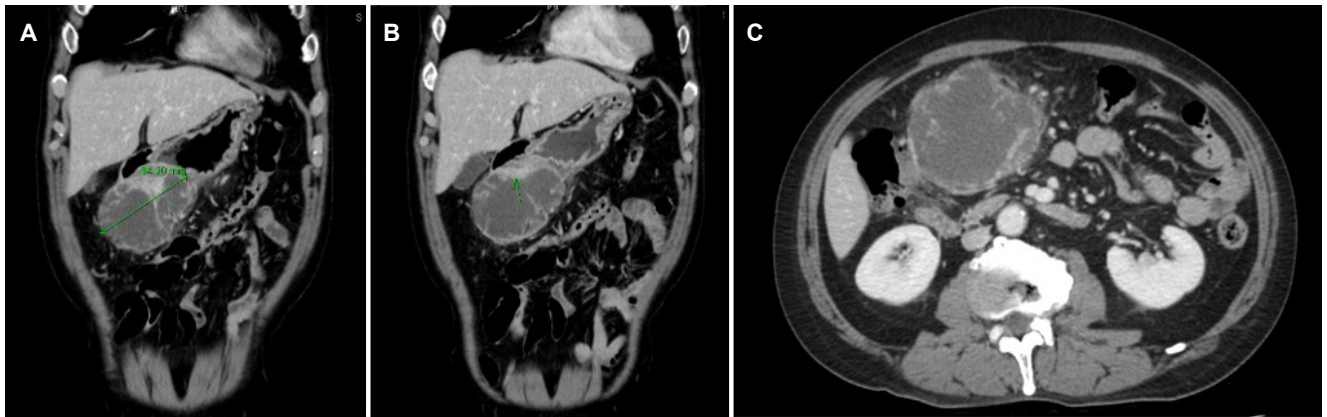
Abdominal pelvis computed tomography. (A, B) Necrotic mass-like lesion abutting the stomach distal antrum and duodenum occupying omentum and mesentery was noticed in coronal view. (C) Severe necrosis and abscess changes were observed in the axial view.
